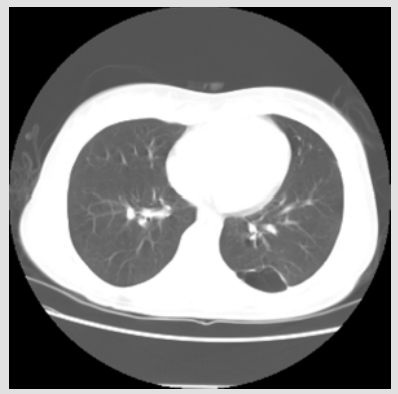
CT plic – v dolním laloku centrálně dvě buly a další větší tenkostěnná bula při zadní stěně hrudní
